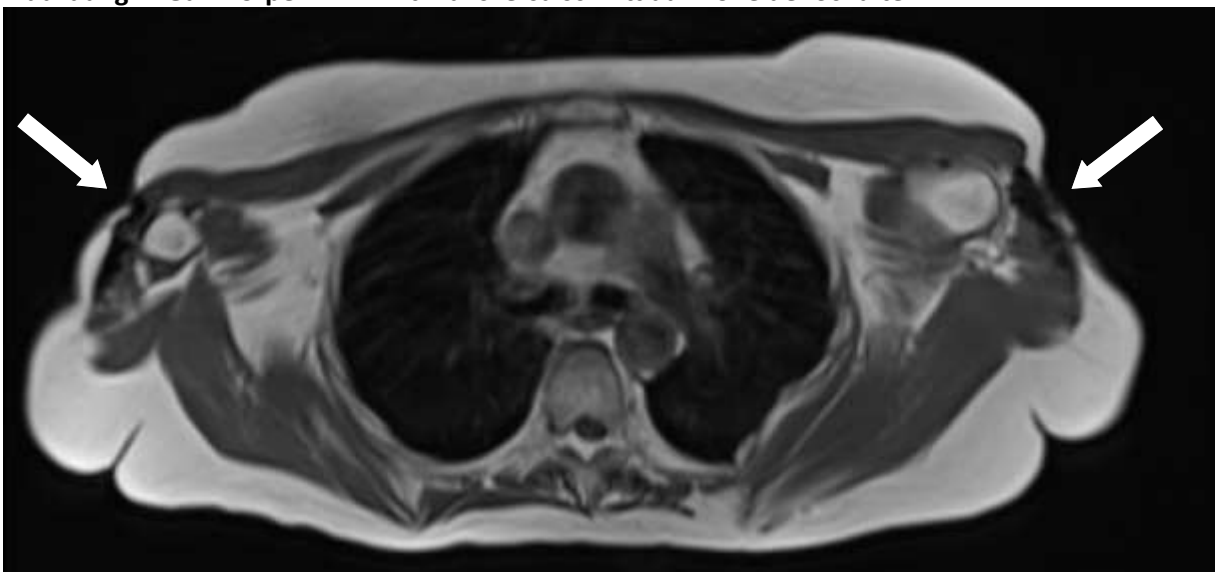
Ganzkörper-MRT mit Transversalschnitt auf Höhe der Schulter
